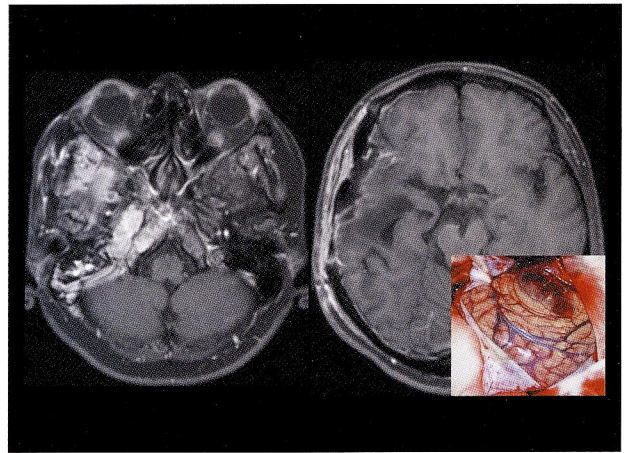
Photography of during operation, MRI after operation
